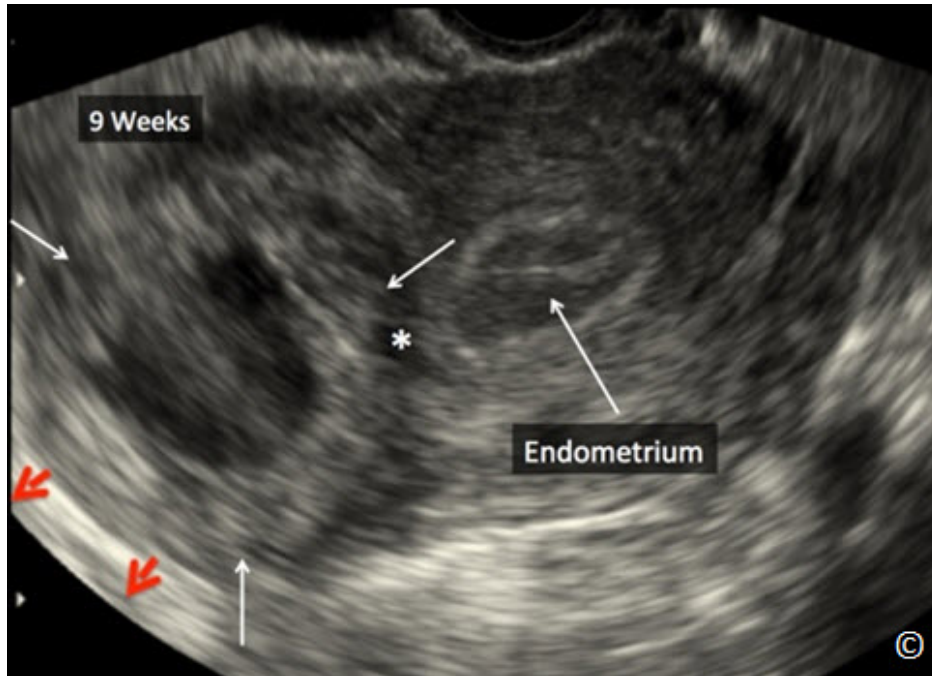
Ultrasonido transvaginal de un plano transversal superior del útero mostrando un embarazo ectópico cornual (flechas blancas) a las 9 semanas de gestación. Obsérvese que el eco endometrial (etiquetado como endometrio) está claramente separado del embarazo ectópico cornual (asterisco). El saco ectópico se abulta en el aspecto de la serosa del útero (flechas rojas).
